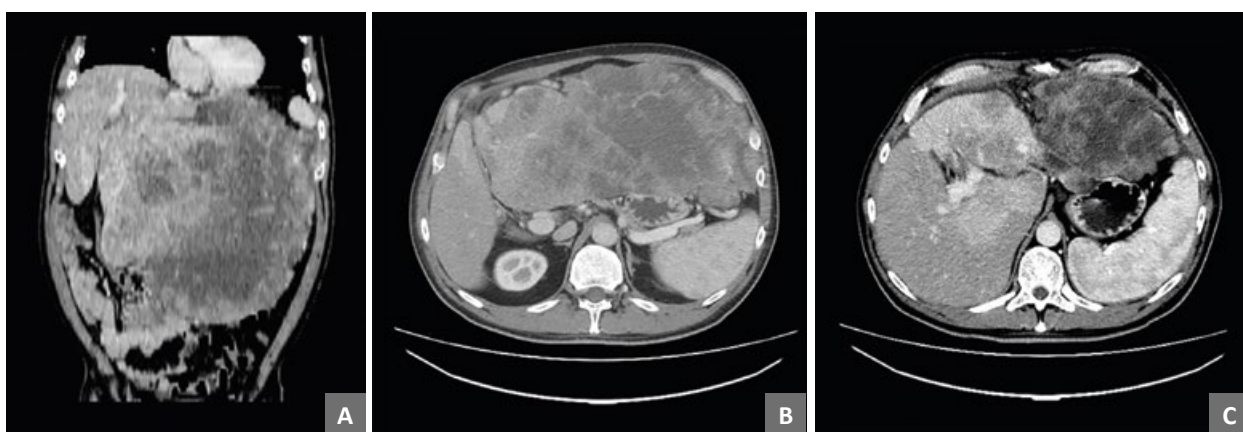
(А, В, С). Опухолевое поражение печени и смежных структур на компьютерной томограмме органов брюшной полости. А — объем опухолевого поражения в сагиттальной плоскости. В — опухоль печени смещает и сдавливает желудок, петли кишечника. С — деформация передней брюшной стенки.
